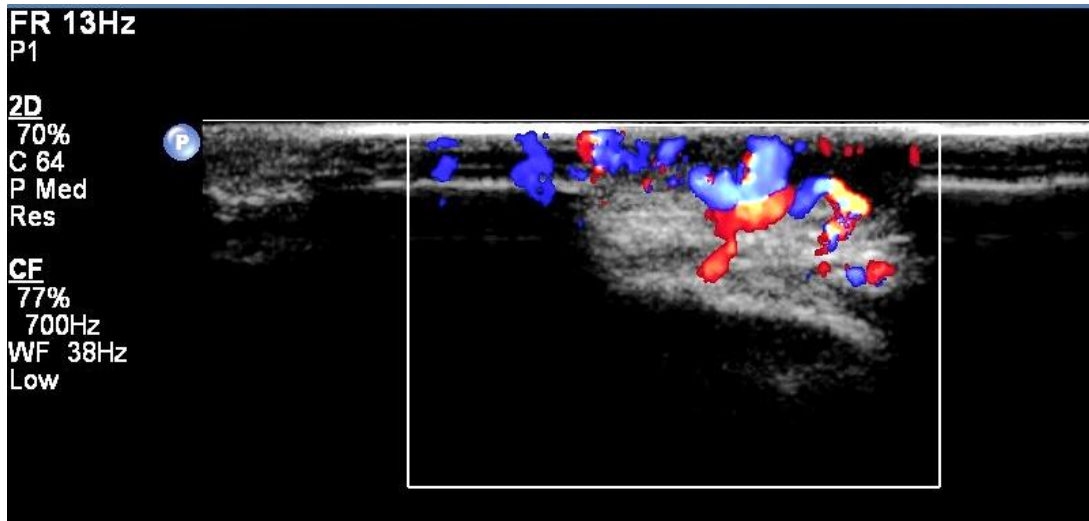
УЗИ пациента В. через 1 месяц после лечения: уменьшение диаметра и количества питающих сосудов, снижение линейной скорости кровотока
